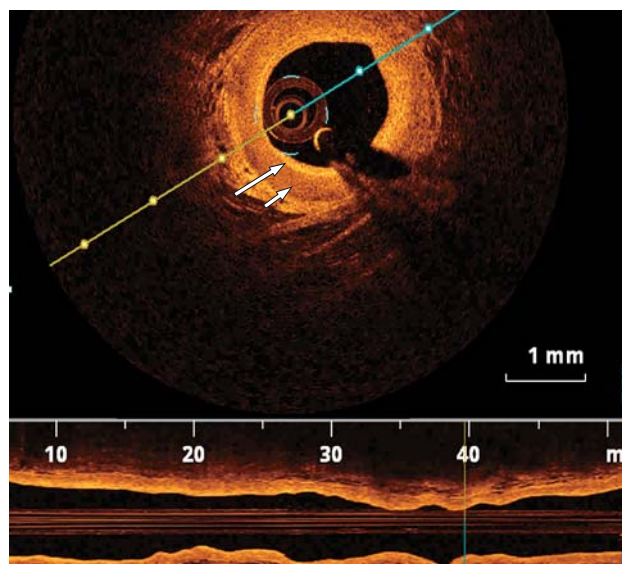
Оптическая когерентная томограмма. Посткатетеризационные изменения стенки артерии: гиперплазия интимы (большая стрелка) и медийного слоя (маленькая стрелка).
